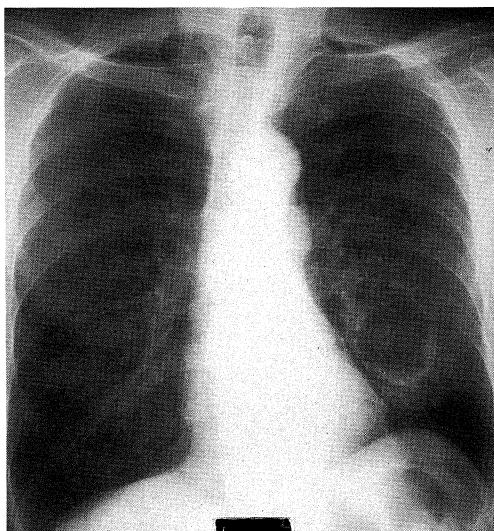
Chest roentgenogram on admission, revealing large thin-walled cavity in the left lower lung field
